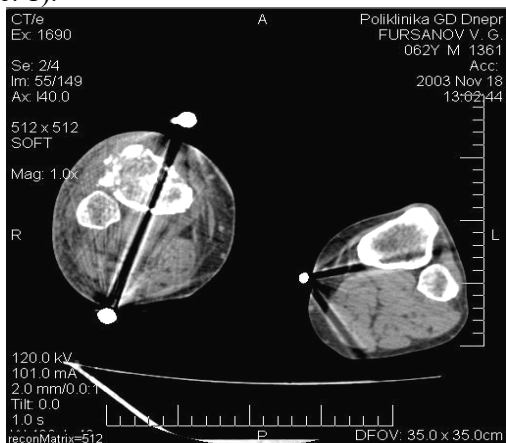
Спіральна комп'ютерна томограма гомілок
